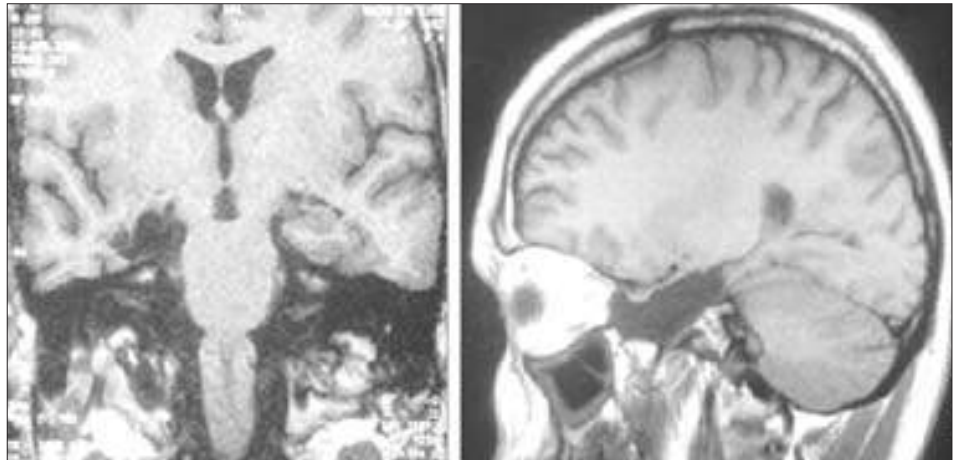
Resonancia magnética cerebral: lobectomía temporal derecha según la técnica de Spencer (cortes coronal y sagital).
